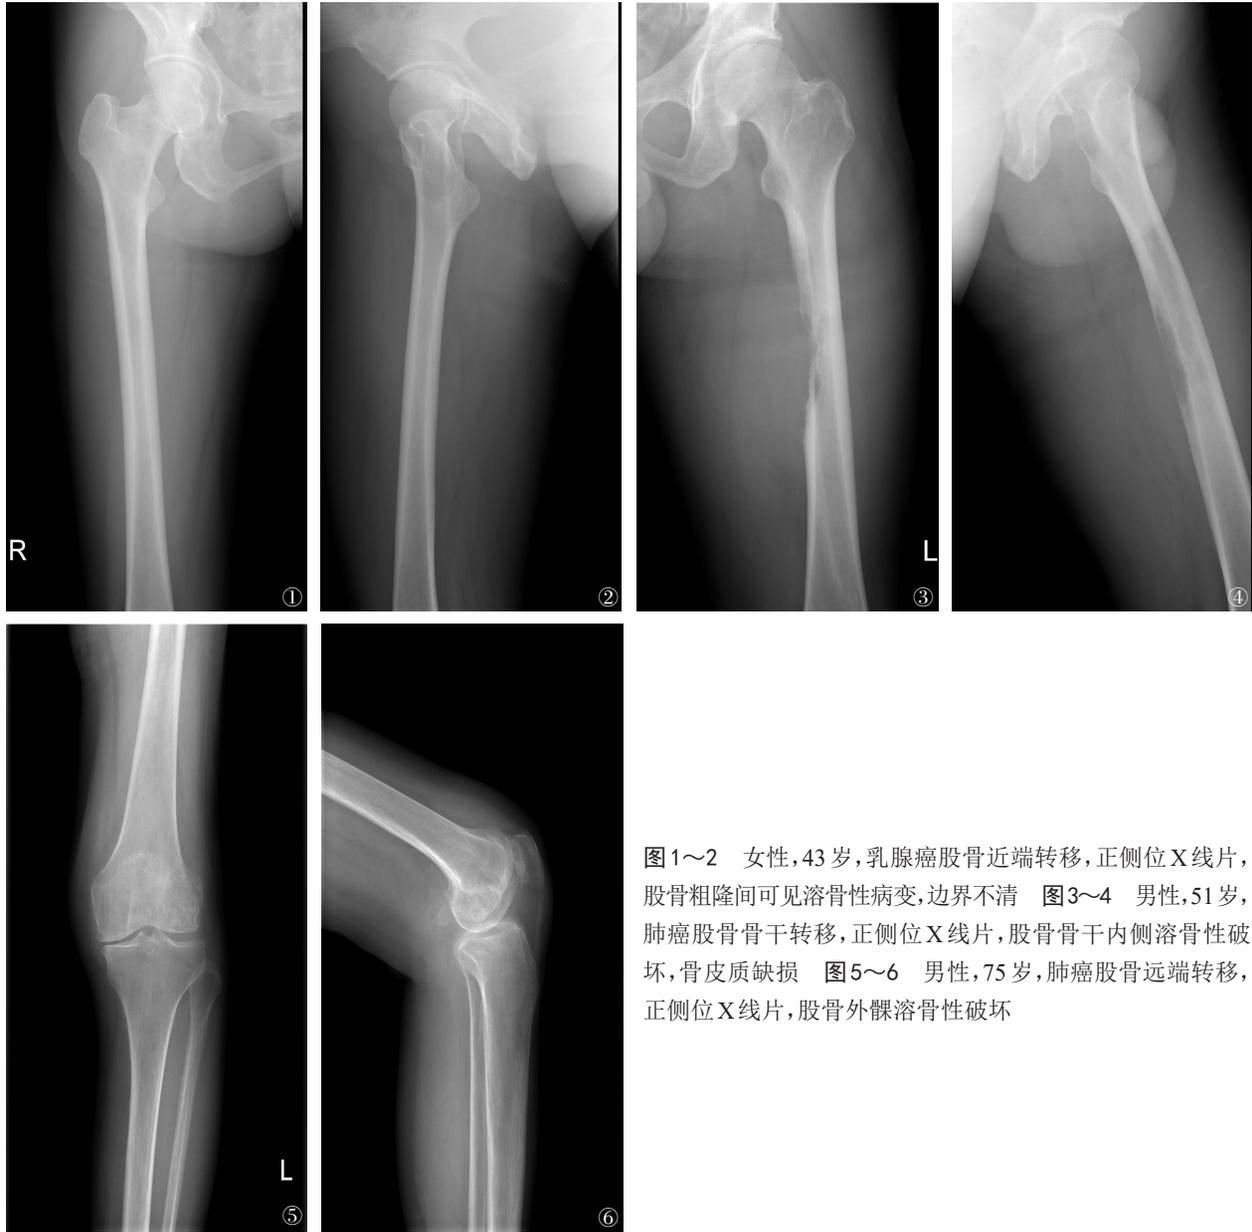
~2 女性,43岁,乳腺癌股骨近端转移,正侧位X线片,股骨粗隆间可见溶骨性病变,边界不清 图3~4 男性,51岁,肺癌股骨骨干转移,正侧位X线片,股骨骨干内侧溶骨性破坏,骨皮质缺损 图5~6 男性,75岁,肺癌股骨远端转移,正侧位X线片,股骨外髁溶骨性破坏
